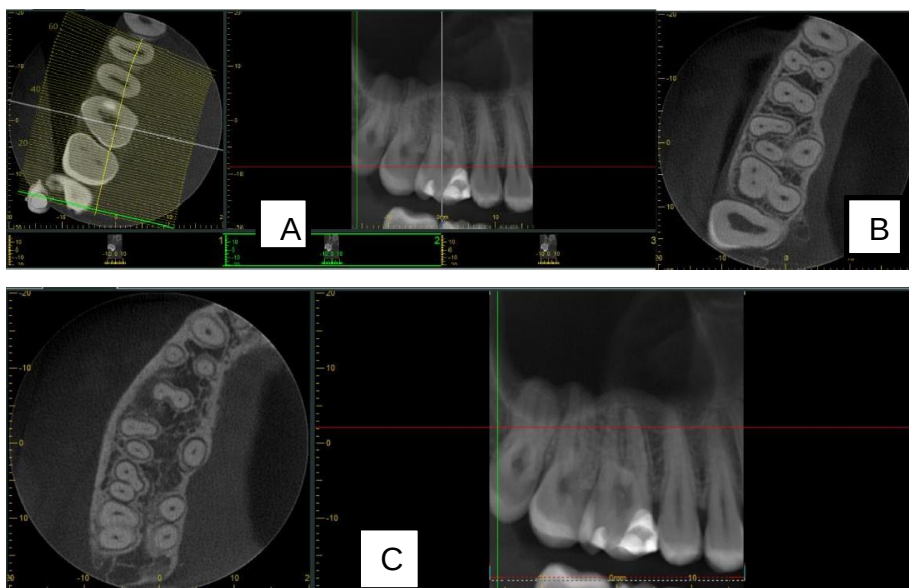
tomografia inicial do dente afetado. A – corte do terço cervical; B – corte do terço médio; C – corte do terço apical
